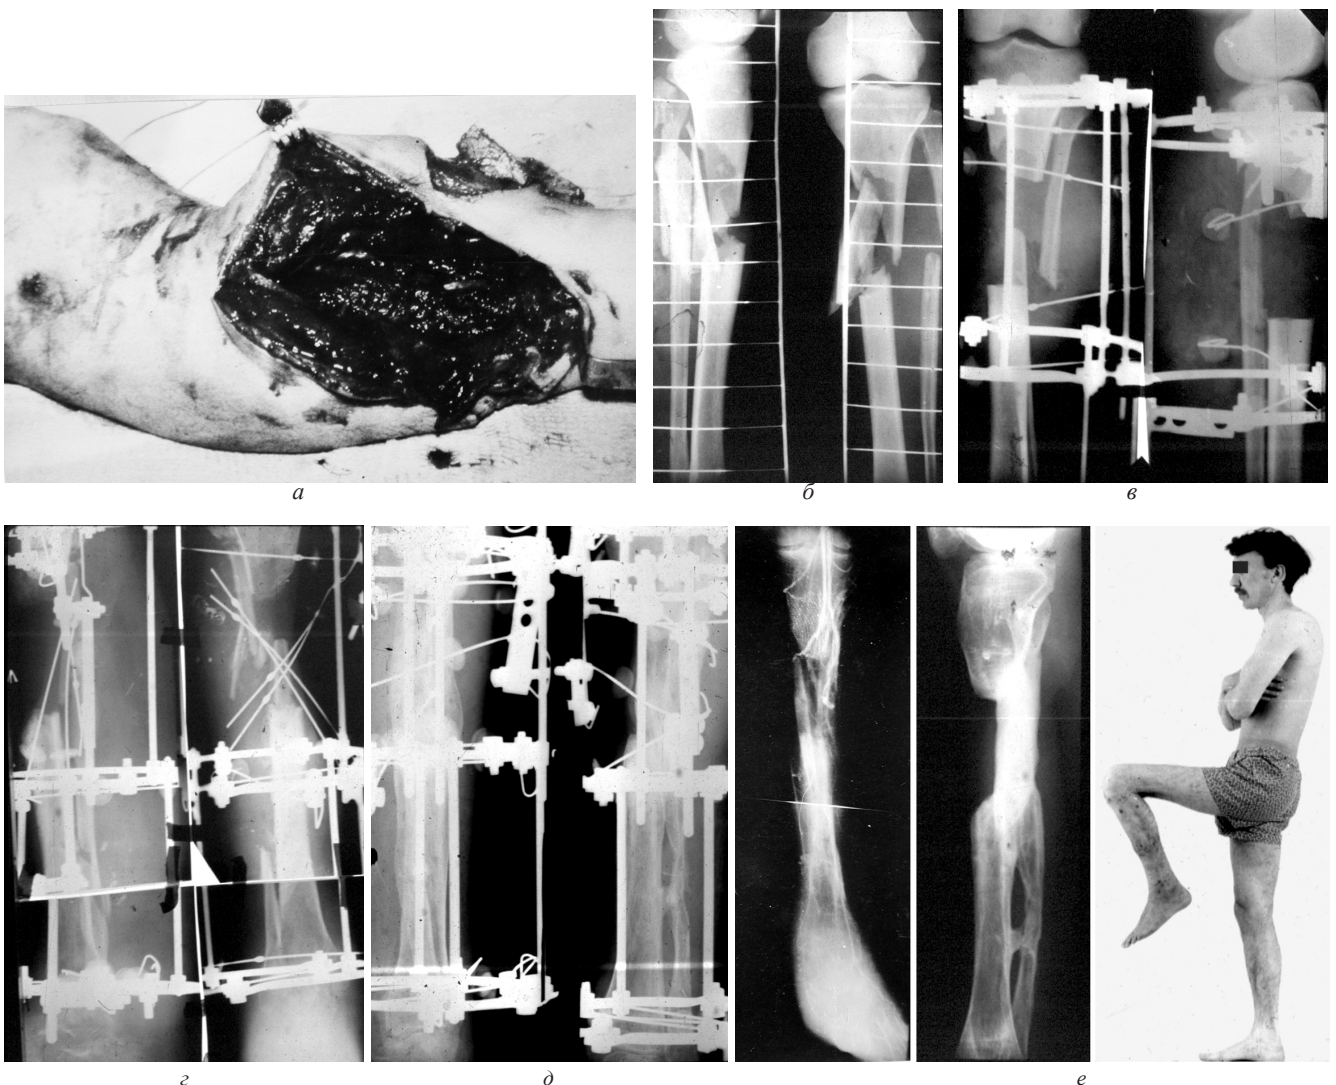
Больной Г., 21 год: а — фото разможенной раны мягких тканей левой голени при поступлении; б — рентгенограмма левой голени при поступлении; в, г, д — периоды остеосинтеза: резекция концов отломков, транспозиция сдублированных фрагментов и период их фиксации; е — результат лечения через 1,5 года после выписки из клиники
